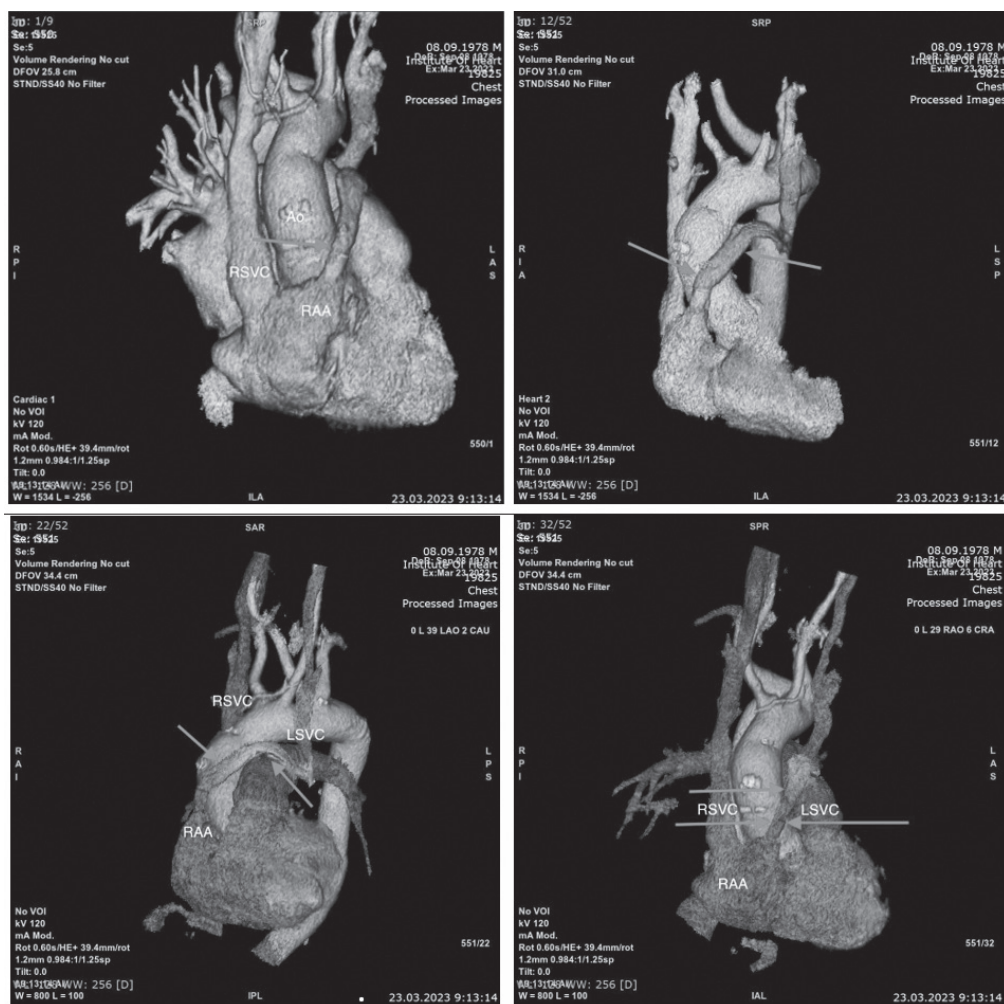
Postoperative computed tomography (3-D reconstruction) demonstrates an open functioning conduit between the accessory left superior vena cava and the right auricle (indicated by an arrow). Ao– aorta, LSVC – accessory left superior vena cava, RSVC – right superior vena cava, RAA – right auricle
